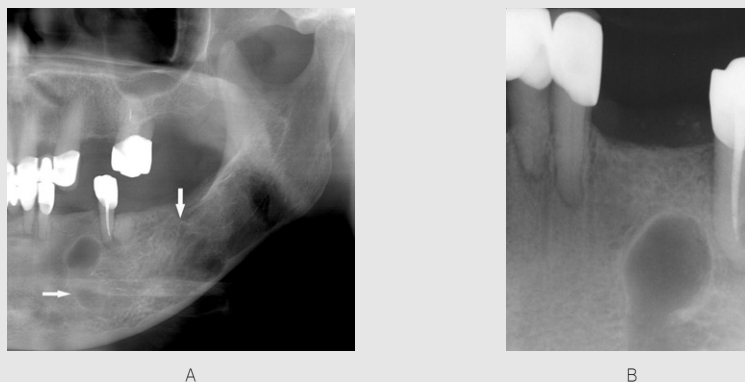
중심성혈관종; A. 좌측 하악관이 하악체 부위에서 구불구불한 형태로 관찰되고 이공에 인접한 부위에서는 그 직경이 상당히 증가되어 있다(화살표). B. 치근단방사선사진에서 이공의 확대가 두드러지게 관찰된다.
